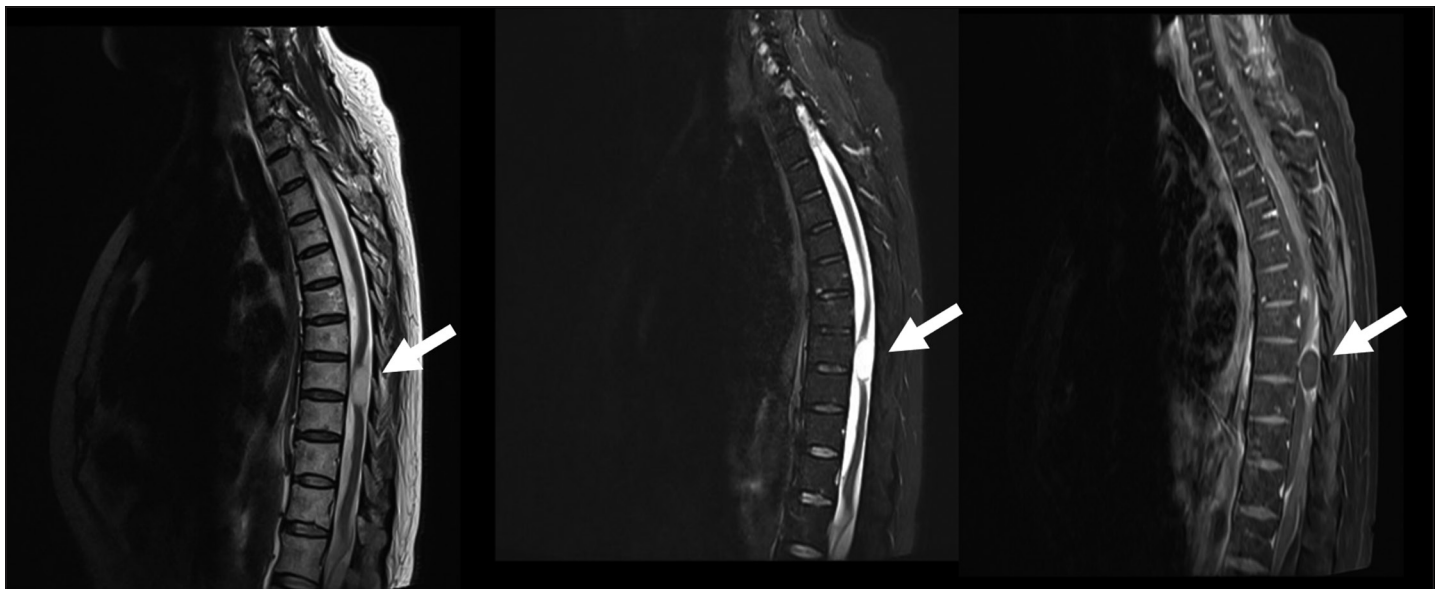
RM de columna vertebral dorsal. Incidencia sagital. Se evidencia una lesión tumoral de 11 x 21 mm en secuencias T2 y STIR hiperintensa, en T1 con contraste los bordes de la lesión captan contraste con compresión de médula espinal a nivel D8 y D9.
